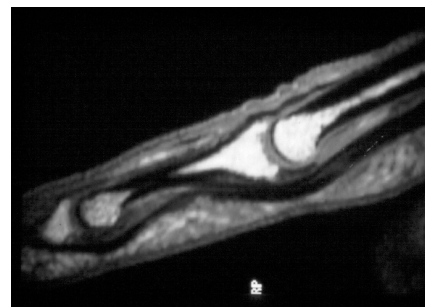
MRT bei Sehnenzerrung (NB: Tendovaginitis): intratendinöses Ödem
